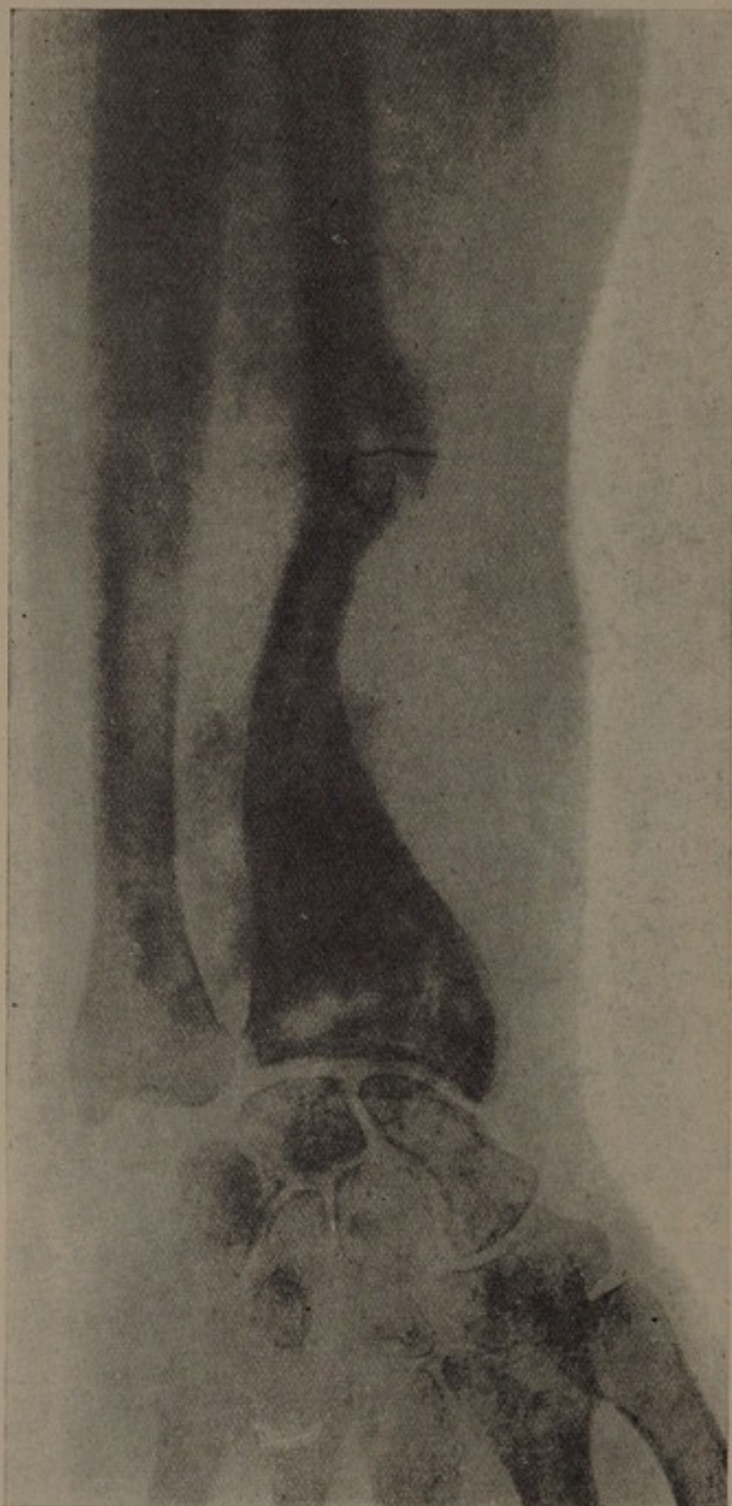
Louis R. Radiographie de l'avant-bras faite deux mois après l'opération. Le cal s'est bien formé à l'extrémité inférieure où le greffon fut fixé par enchevillement. A l'extrémité inférieure, où il était fixé avec un fil métallique on remarque une zone de raréfaction autour du fil.
